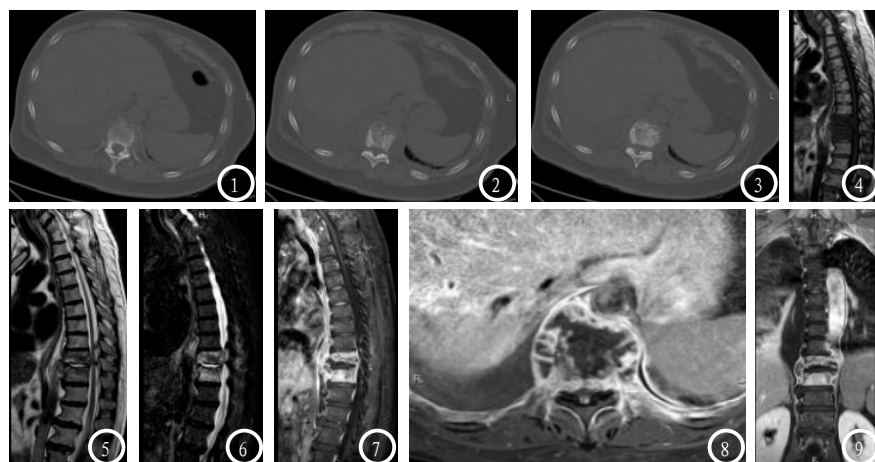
CT平扫轴位图可见T10和T11边缘溶骨性破坏并有死骨形成。图4-6 MRI平扫矢状位T1T2脂肪抑制序列,可见T10、T11胸椎呈片状长T1、长T2信号影,在压脂像上可见不均匀稍高信号改变,椎体有不同程度压缩,椎旁软组织肿胀。图7-9 MRI增强扫描上矢状位中轴位冠状位可见T10、T11胸椎椎体较明显不均匀强化, T10、T11胸椎旁肿胀软组织及脓腔均有较明显不均匀强化。
